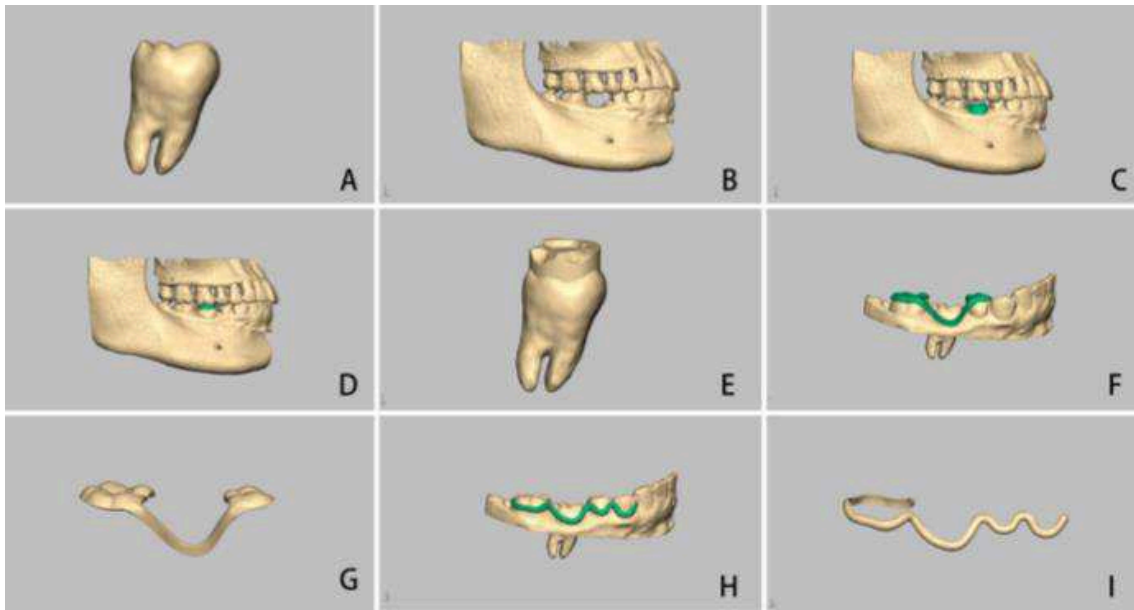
Planeamento digital da réplica do dente dador e da guia cirúrgica através das imagens obtidas através do CBCT (adaptado de He et al., 2018)
